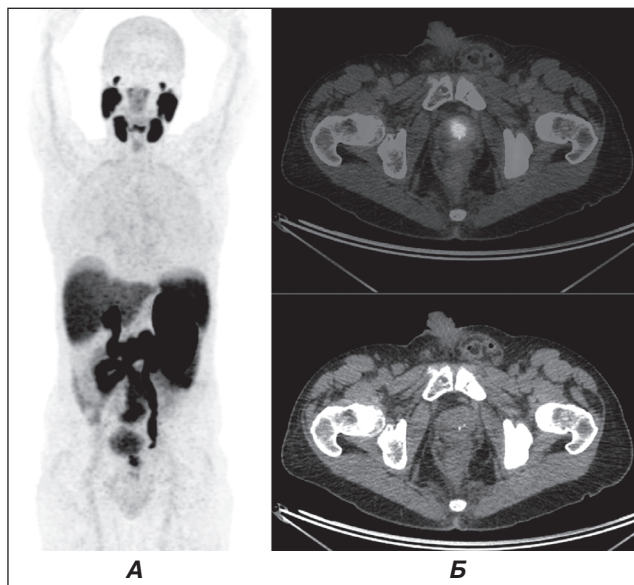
Пацієнт Р., 68 р. Діагноз: рак передміхурової залози, $T_3N_0M_0$. ПЕТ/КТ-дослідження з ^{68}Ga -ПСМА-11 у передній прямій (А) та аксіальних (Б) проекціях. Вогнище гіперфіксації ^{68}Ga -ПСМА-11 у пухлинній тканині передміхурової залози
